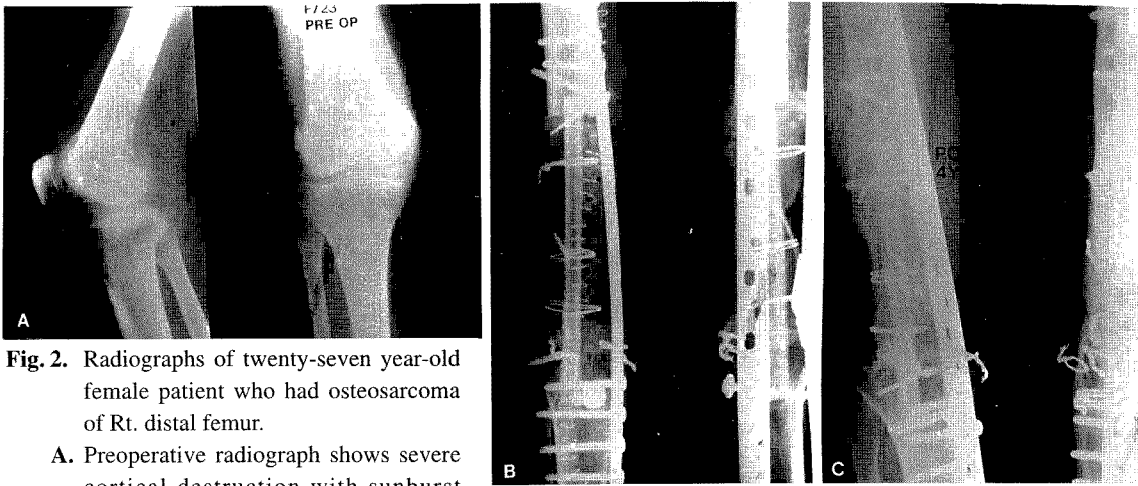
Radiographs of twenty-seven year-old female patient who had osteosarcoma of Rt. distal femur.
